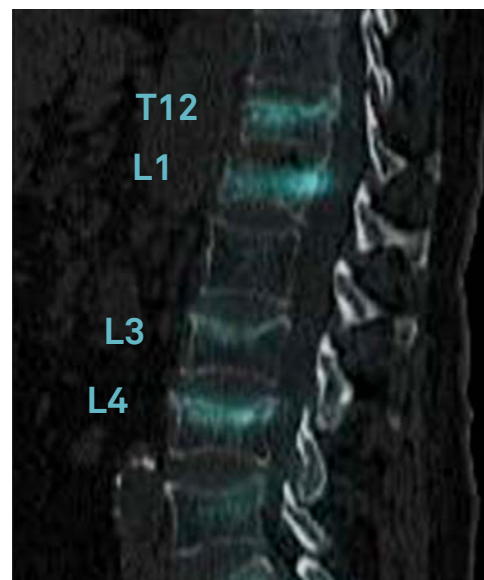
SPECT-TC. Colapsos vertebrales con captación en T12, L1, L3 y L4.
